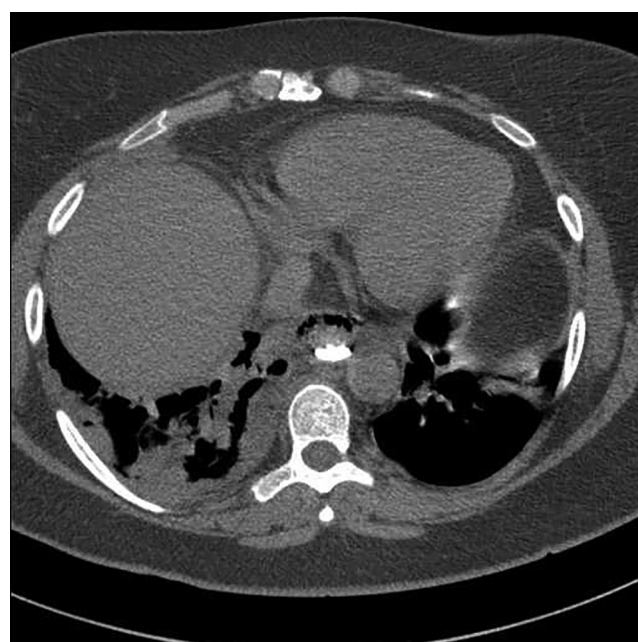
КТ-картина медиастинита
